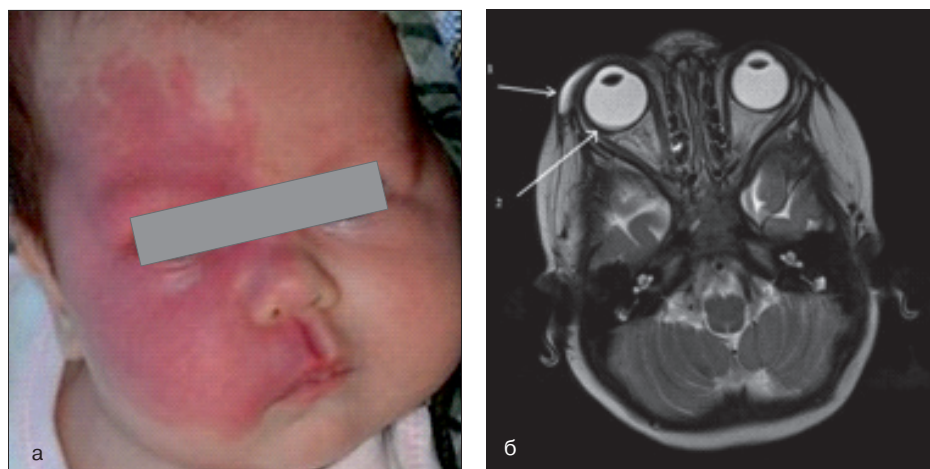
Пациентка М., 1 год 5 мес, диагноз: капиллярная мальформация в проекции верхней и средней ветвей тройничного нерва справа, орбиты и правого глаза (а). МРТ головного мозга, мягких тканей лица. T2. Аксиальный срез (б). Определяется утолщенное гиперинтенсивное правое верхнее веко (1) и утолщение сетчатки (2)
